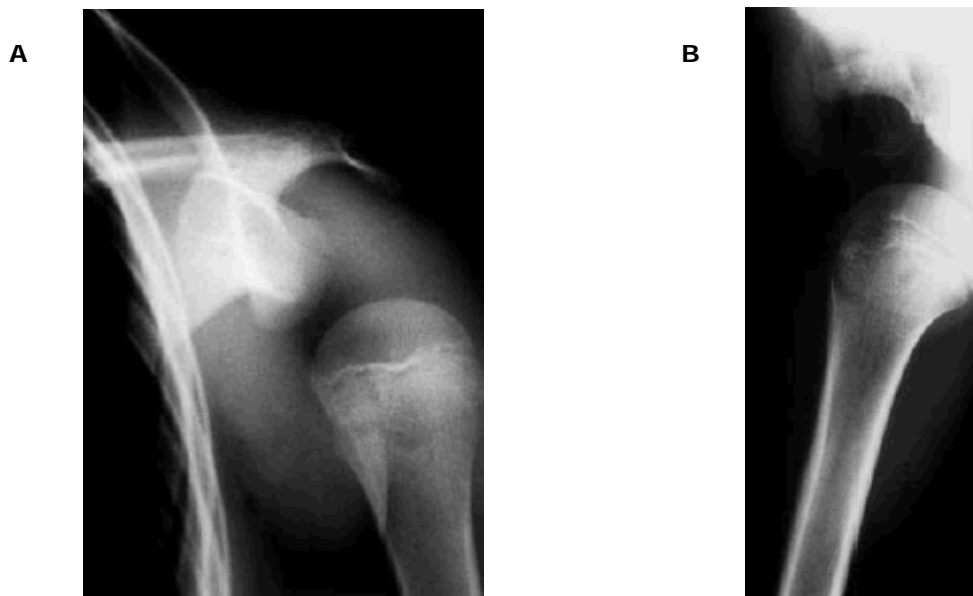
Röntgenbild einer posteroinferioren Schulterluxation. A, a.-p.-Strahlengang. B, axiale Aufnahme.
